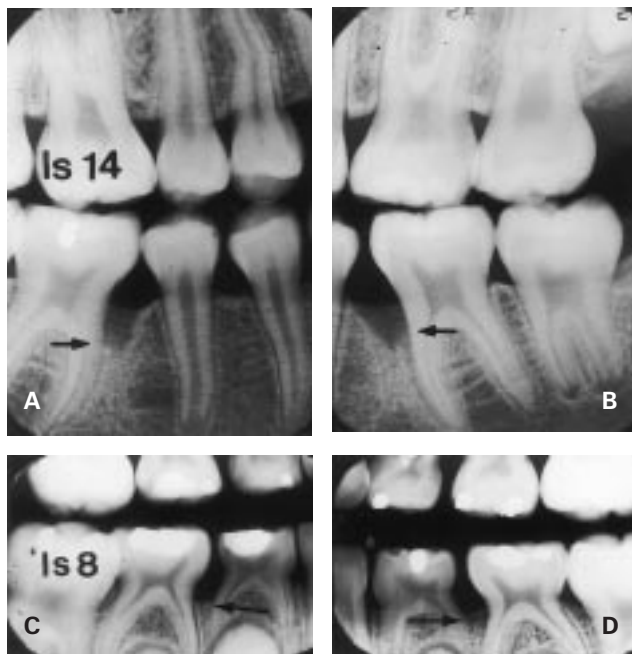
A, B: 14-årig pojke med diagnosen juvenil parodontit. C, D: Vid kontroll av arkiverade röntgenbilder tagna då patienten var 8 år konstaterades marginal benförlust vid primära tänder (pilar markerar benförlust).
